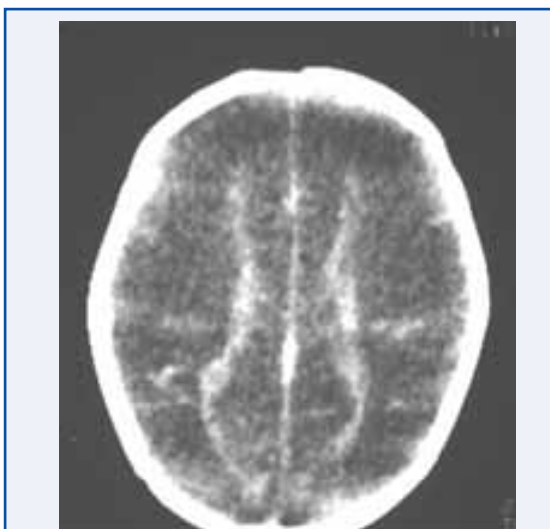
TAC CEREBRAL: POCA DIFERENCIACIÓN DE SUSTANCIA BLANCA Y GRIS. CASO 1.
